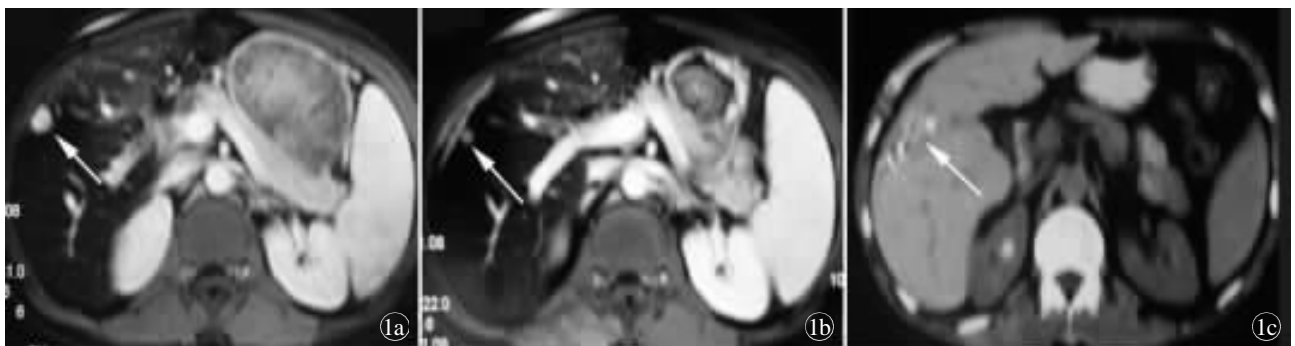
a)轴位 FLASH T<sub>1</sub>WI 增强扫描, S5 段肝癌微波消融术后残余灶; b) 轴位 FLASH T<sub>1</sub>WI 增强扫描, S5 段肝癌残余灶 rAd- p53 瘤内注射联合 <sup>125</sup>I 粒子植入术后 6 个月, 病灶明显缩小; c) PET- CT, S5 段肝癌残余灶 rAd- p53 瘤内注射联合 <sup>125</sup>I 粒子植入术后 9 个月, 未见残留或复发
